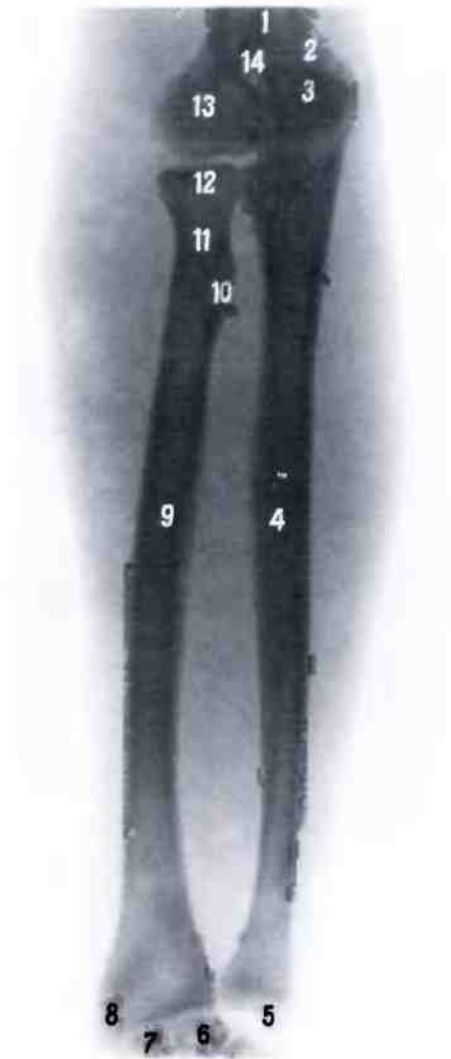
Кости предплечья, правого (рентгенограмма).
